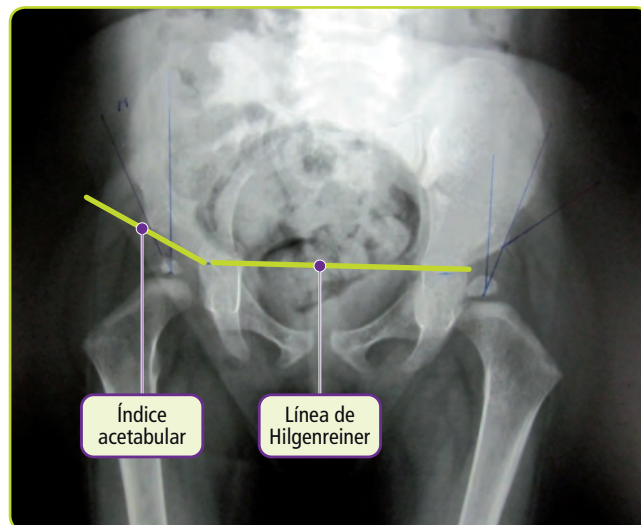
Radiografía simple. Displasia del desarrollo de la cadera.
